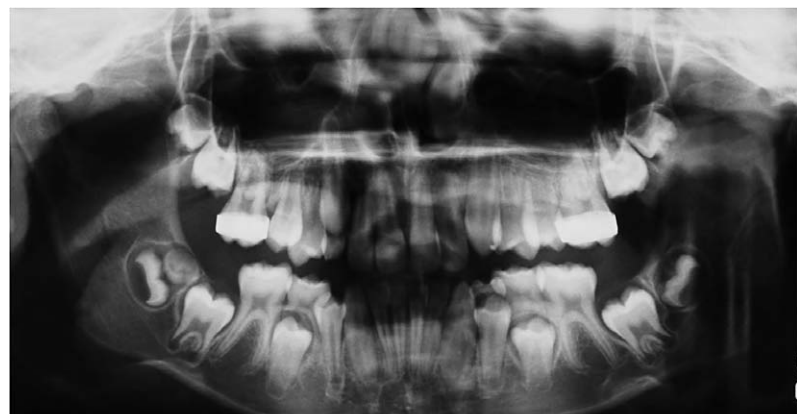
Ortopantomografia delle arcate dentarie da cui si conferma la perdita di spazio a carico del secondo premolare superiore di destra e di sinistra. Si nota inoltre la presenza di un soprannumerario in corrispondenza del 4.8.
